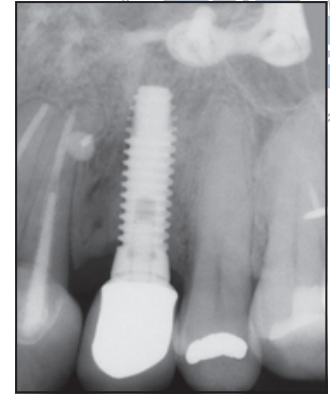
Die Röntgenaufnahme nach 7 Monaten zeigt ein stabiles krestales Knochniveau und einen ausgezeichneten Knochen-Implantat-Kontakt.
